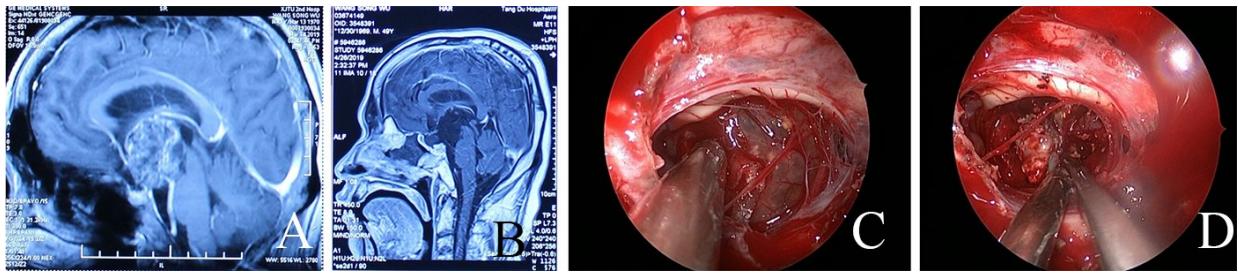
应用“筷子技术”进行鼻内镜经鼻入路手术切除颅咽管瘤前后 MRI 及术中内镜观察表现
